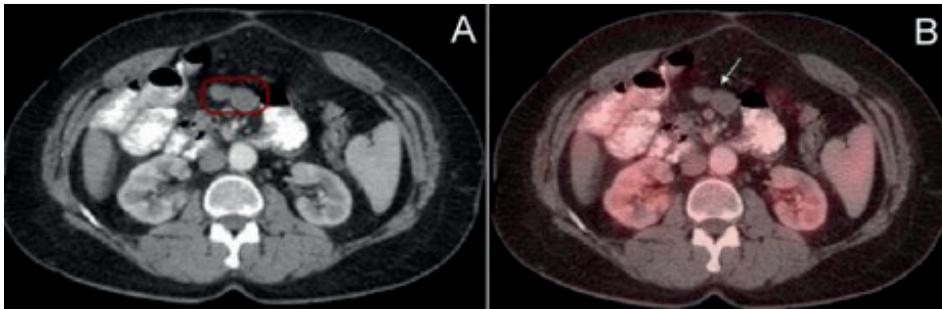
A. TC, corte axial. Imagen centroabdominal sugestiva de metástasis ganglionares mesentéricas. B. PET/TC-FDG, corte axial. Igual imagen sin captación anómala.
